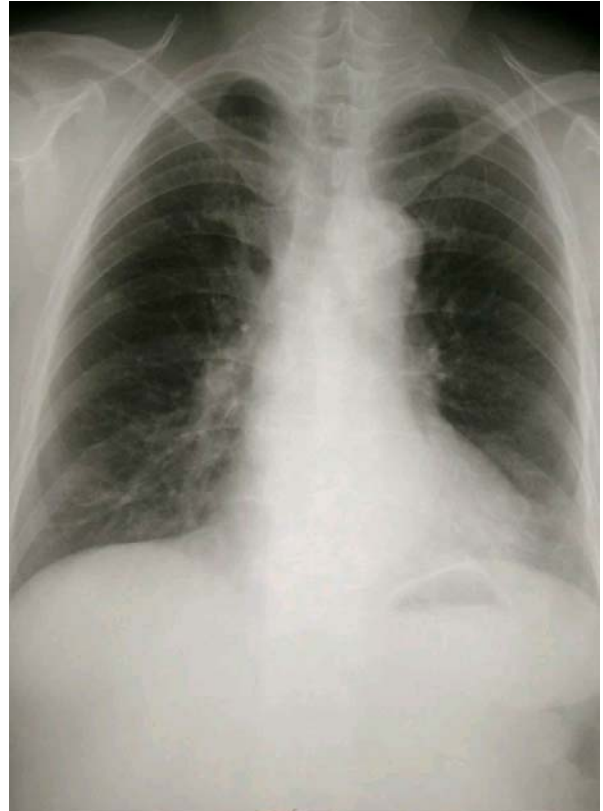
Follow up chest PA, done 5 days after discharge shows no definite interval change compare with the chest X-ray on admission.
